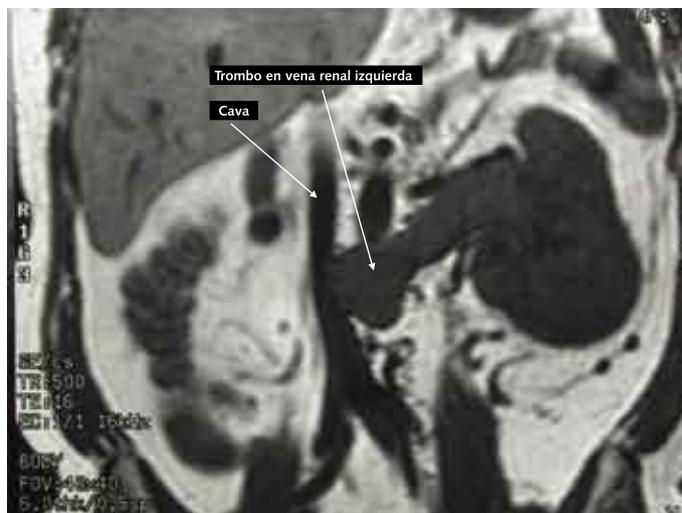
RMN tumor renal I con trombo en vena renal y cava.
